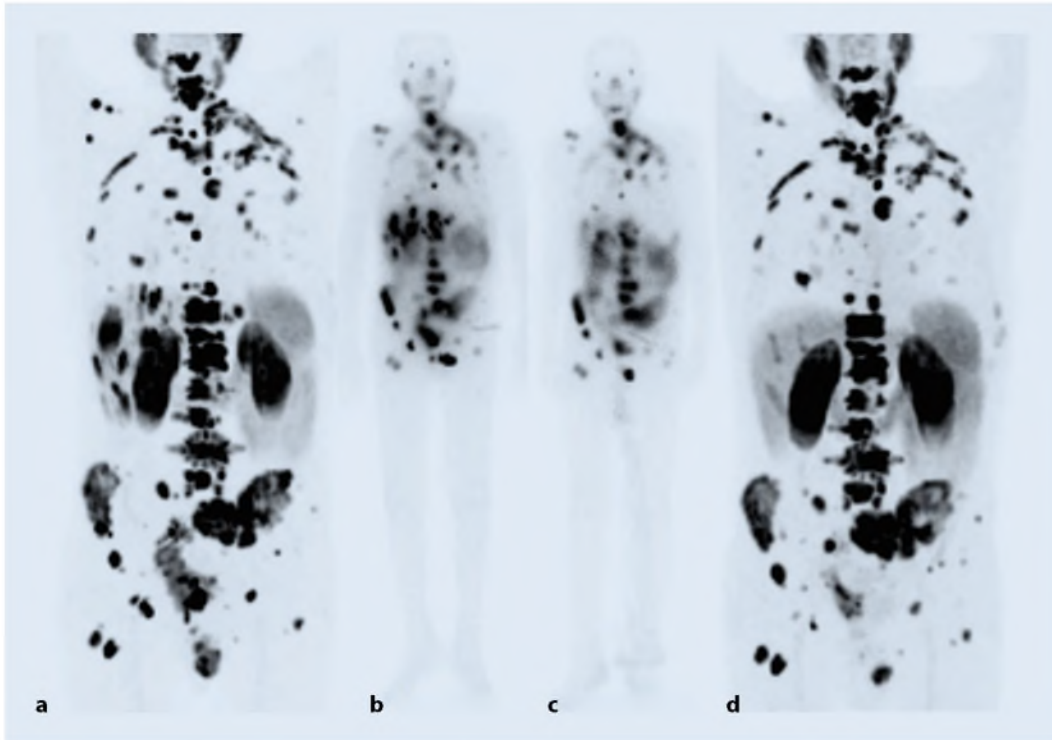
◀ 78-jähriger Patient mit mCRPC, der bereits mit Abirateron, Docetaxel, Enzalutamid und Cabazitaxel vorbehandelt wurde. a Im PSMA-Liganden-PET vor dem 1. Zyklus zeigt sich eine ausgehende ossäre, lymphogene und hepatische Metastasierung. Die intratherapeutischen Ganzkörper-Szintigraphien im Rahmen des 1. (b) und 2. Zyklus (c) mit ^{177}Lu -PSMA zeigen eine entsprechende Verteilung des Radiopharmakons mit abnehmender Intensität im 2. Zyklus. d Im PSMA-Liganden-PET nach dem 2. Zyklus findet sich eine abnehmende Tumorlast. Der PSA-Wert ist von 539 ng/ml auf 378 ng/ml abgefallen
